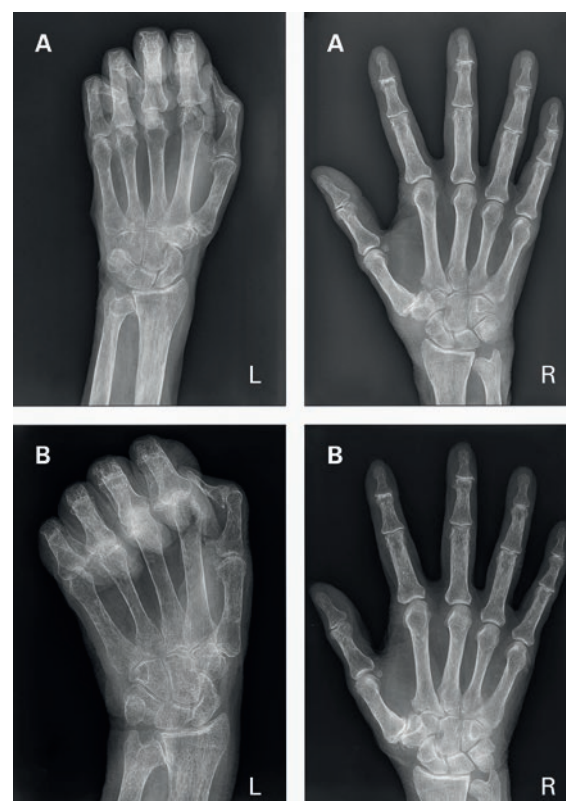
Röntgen Hände beidseitig eine Ebene, Erstaufnahme (A) sowie 5 Jahre später (B).
